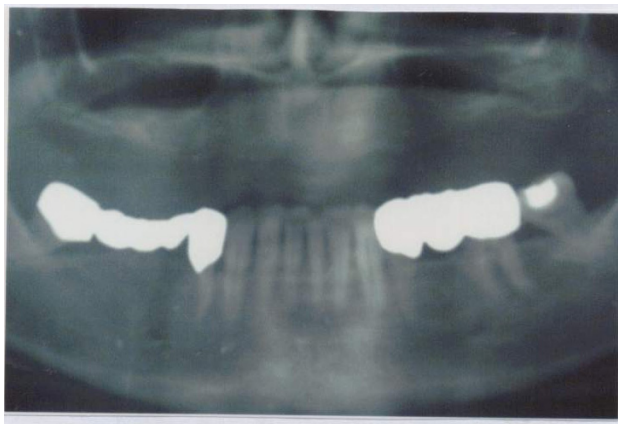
Панорамная рентгенограмма челюстей больной К-х В.Г., 49 лет, и.б. №4555 до дентальной имплантации (1996).
